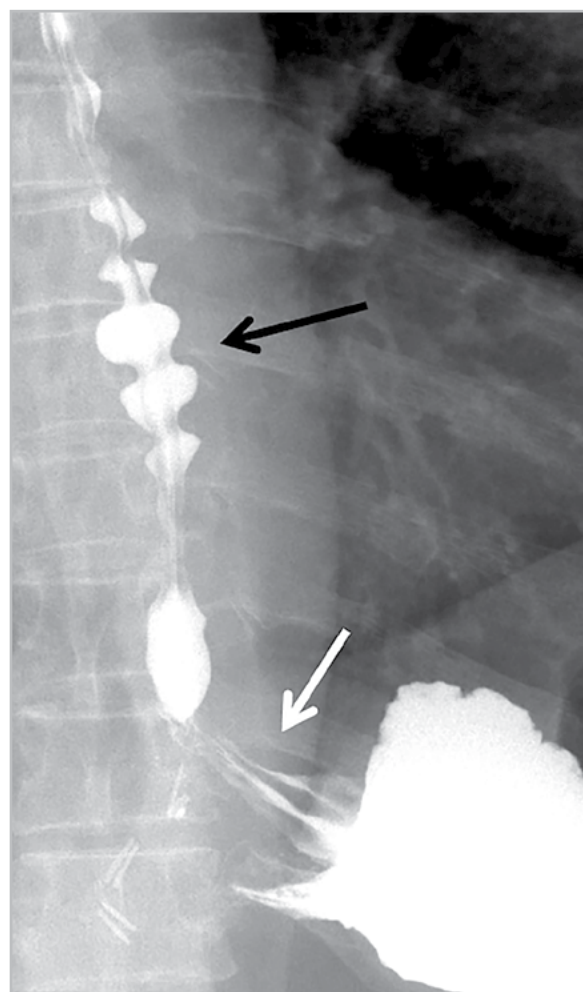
Прицельная рентгенограмма кардиоэзофагеальной зоны в прямой проекции с пероральным контрастированием. Осложнения после АРО по Ниссену (2012) у пациента В., 43 года. Определяется синдром Баршона — Тешендорфа (*черная стрелка*). Функционирование манжеты удовлетворительное (*белая стрелка*)
